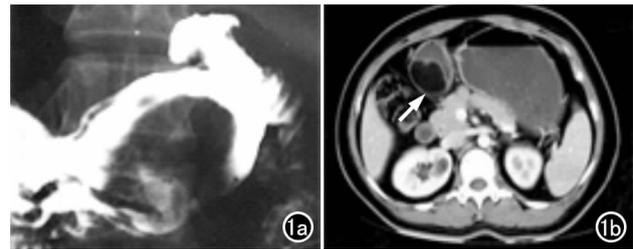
胃窦后壁脂肪瘤。a) X线钡餐示胃窦部见一直径约4.5cm类圆形充盈缺损,可见不规则龛影;b) CT增强动脉期:包块表面可见与胃黏膜强化一致的线样影密度影,其内低密度无强化。
